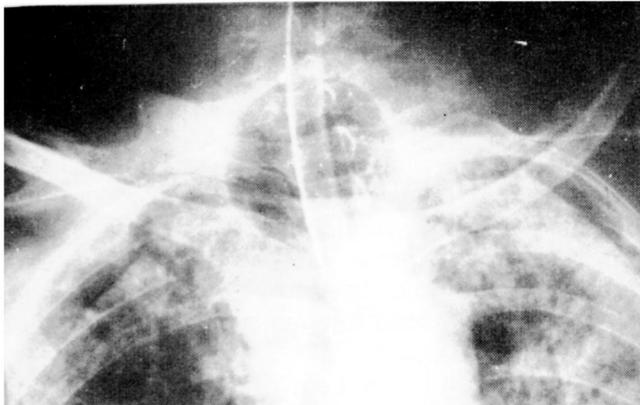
Detalhe de radiografia de tórax mostrando hiperinsuflação do balonete com relação diâmetro balonete/traquéia 6,3.
